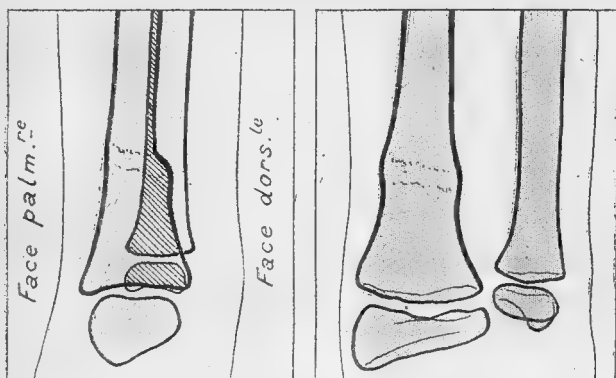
Soufflure sans dislocation notable des travées osseuses sur la radiographie de face du radius. Radiographie de profil : vraie marche d'escalier sur la face postérieure du radius (Mouchet).
